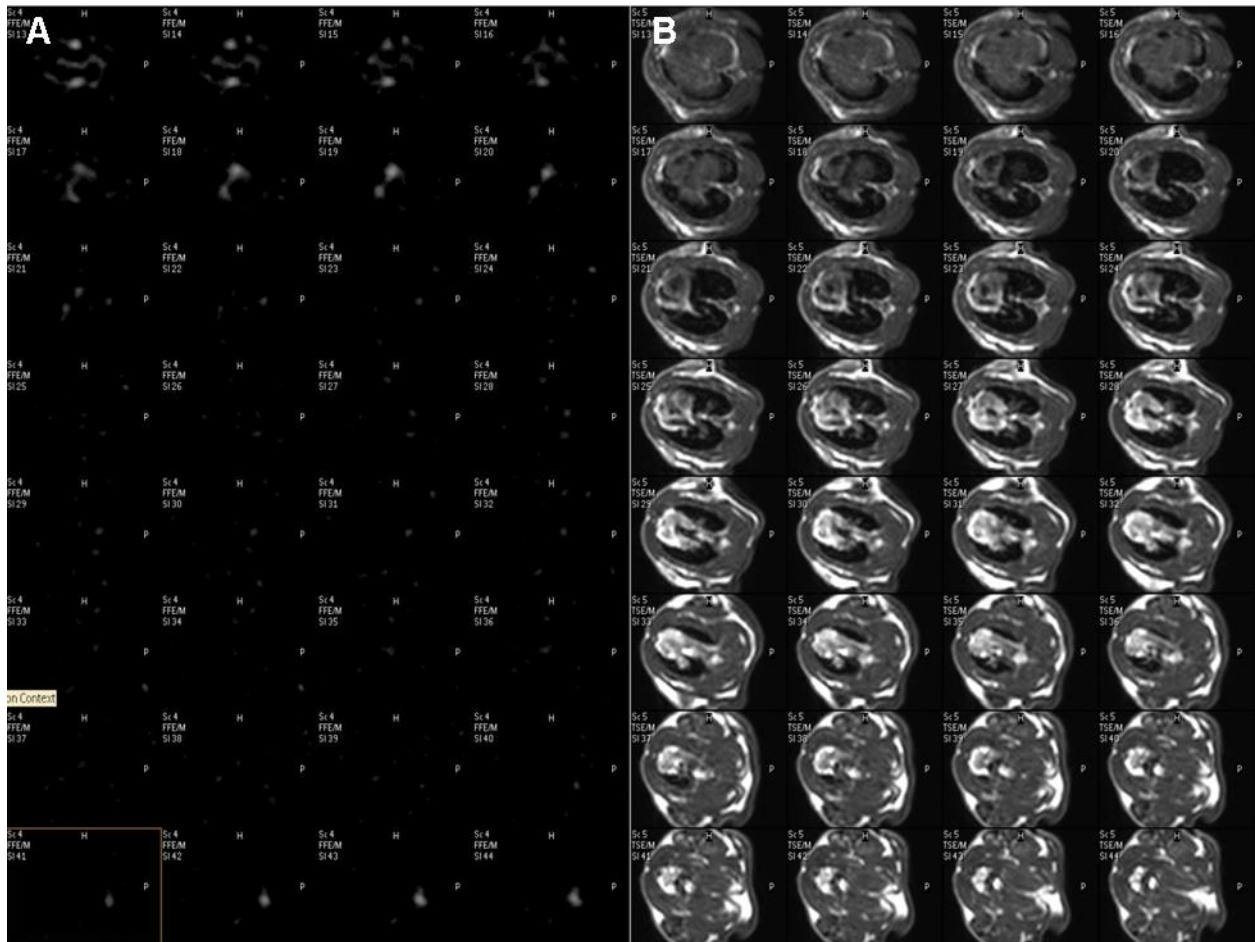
Exemplarische Darstellung von jeweils 32 thorakalen ^{19}F - und ^1H -MRT-Bildern eines 3T Kontrolltieres in transversaler Schnittführung. A zeigt das ^{19}F -Signal im Thorax des Tieres. B zeigt die korrespondierenden ^1H -Rekonstruktionen. Im Herzen des Tieres zeigt sich kein visuelles ^{19}F -Signal. In den kranialen MR-Bildern zeigen die Hals-Lymphknoten und die Wirbelsäule ein ^{19}F -Signal. In den kaudalen MR-Bildern der Sequenz ist ein diffus-flächiges ^{19}F -Signal als Zeichen der PFOB-NE-Anreicherung in der Leber zu erkennen. Eigene Abbildung.
